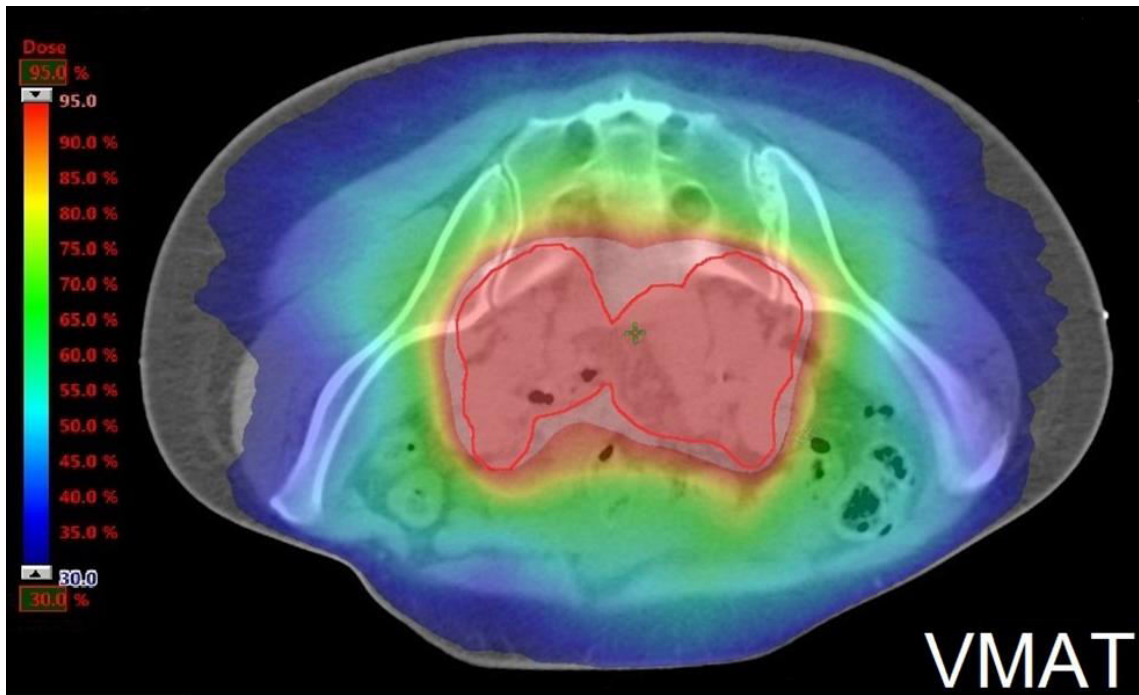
Dosisverteilung bei Planung einer VMAT-Bestrahlung im Beckenbereich mittels CT-Schnittbild
